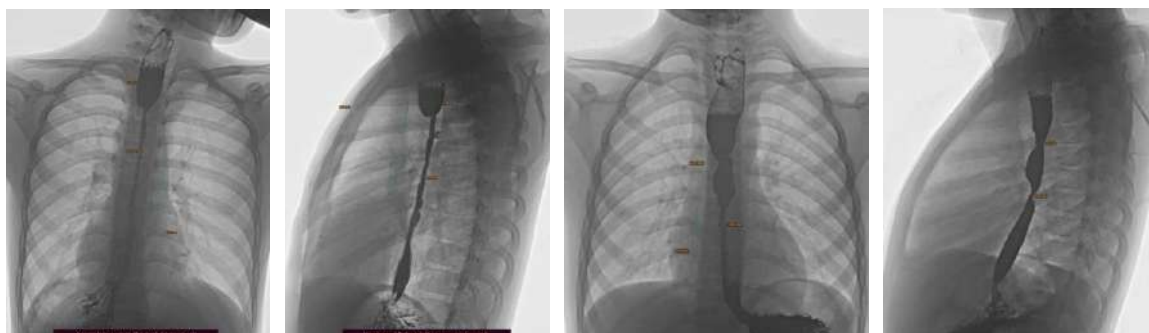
Рентгенография пищевода с контрастированием, прямая и боковая проекции. Определение локализации, степени и протяженности стеноза пищевода.
